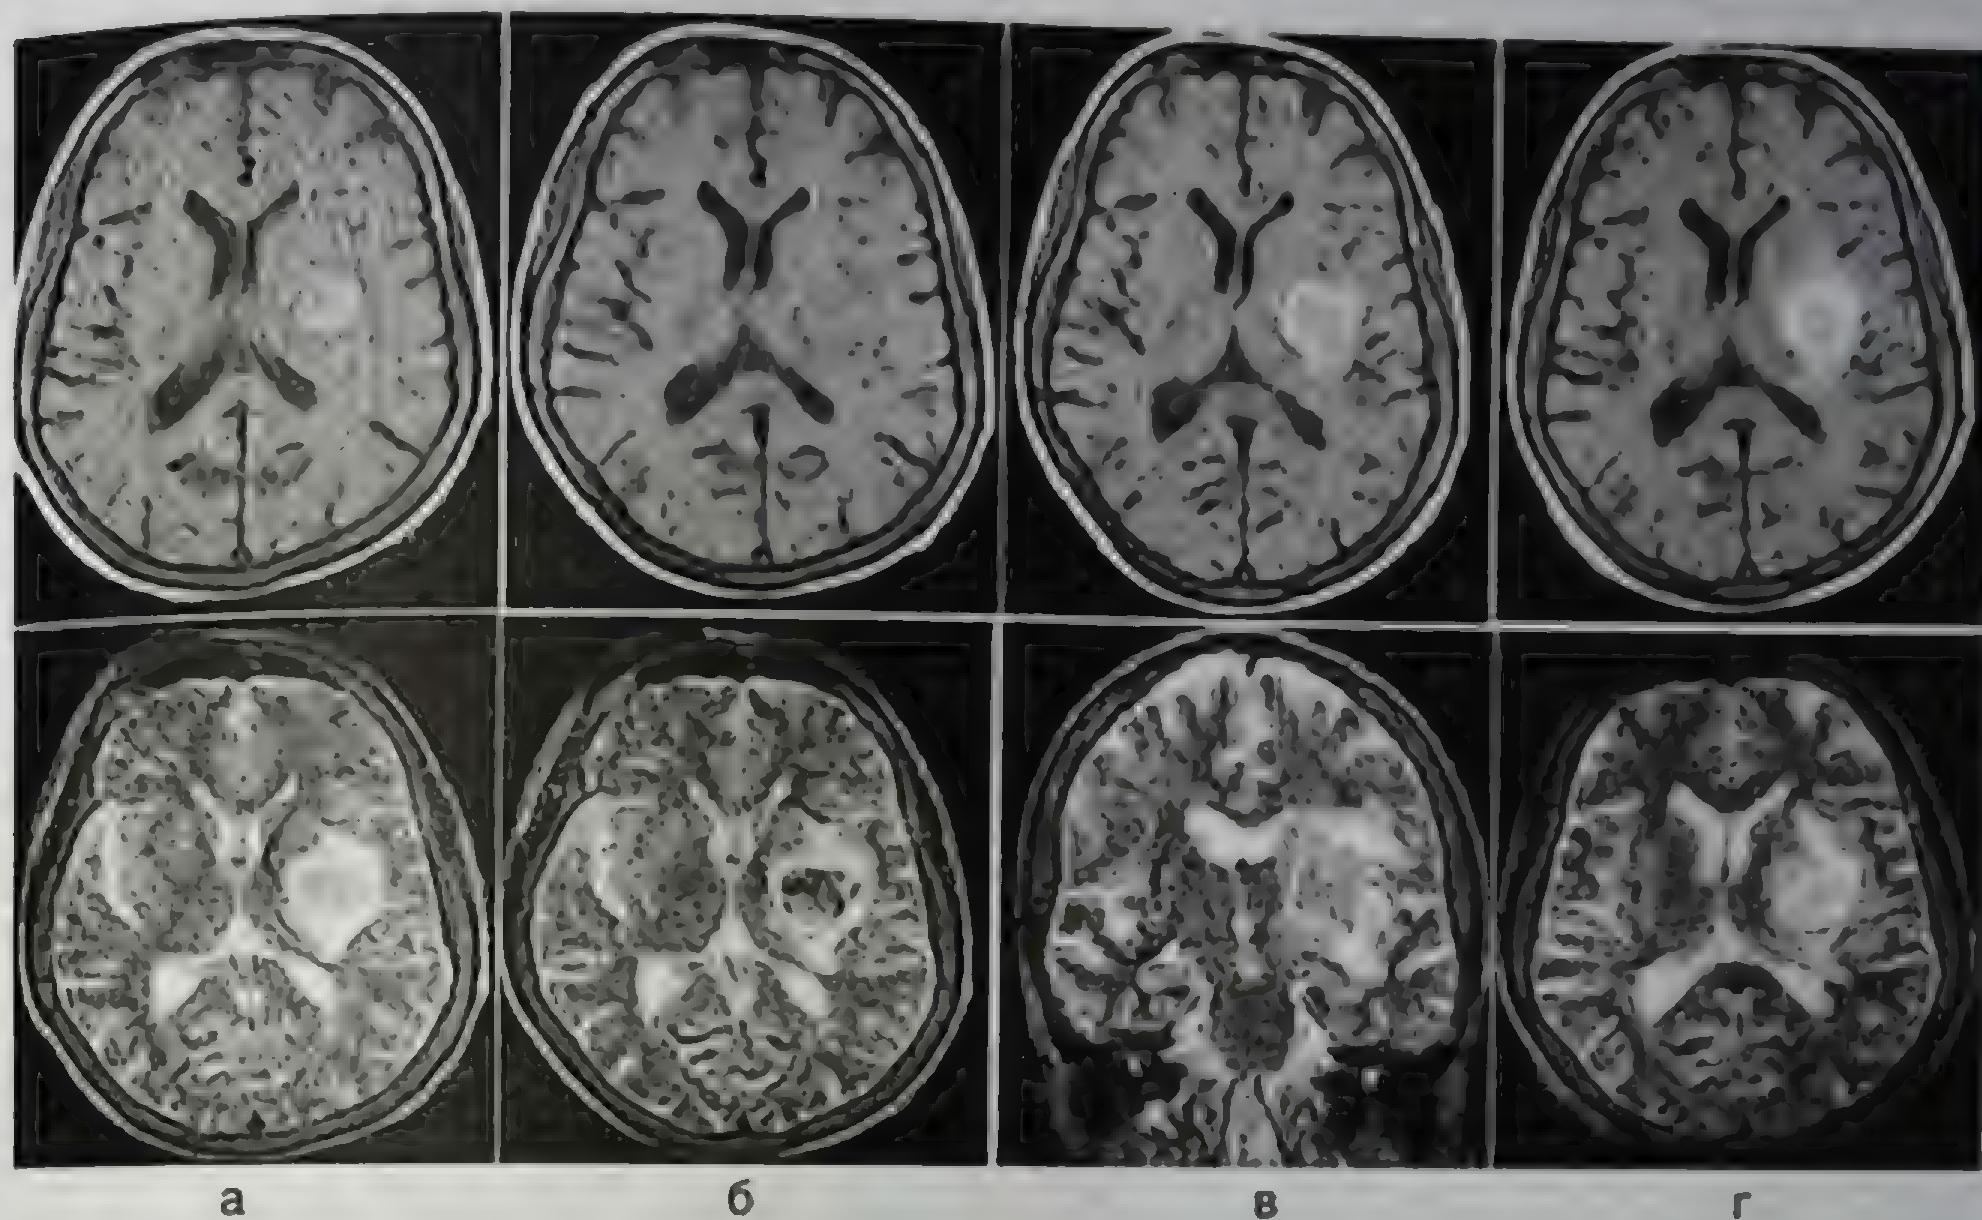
Динамика изменений на магнитно-резонансной томограмме при T1- и T2-взвешенных изображениях при внутримозговом кровоизлиянии в левое полушарие большого мозга: а — 1-е сутки; б — 3-и сутки; в — 7-е сутки; г — 4-е сутки от развития геморрагического инсульта
